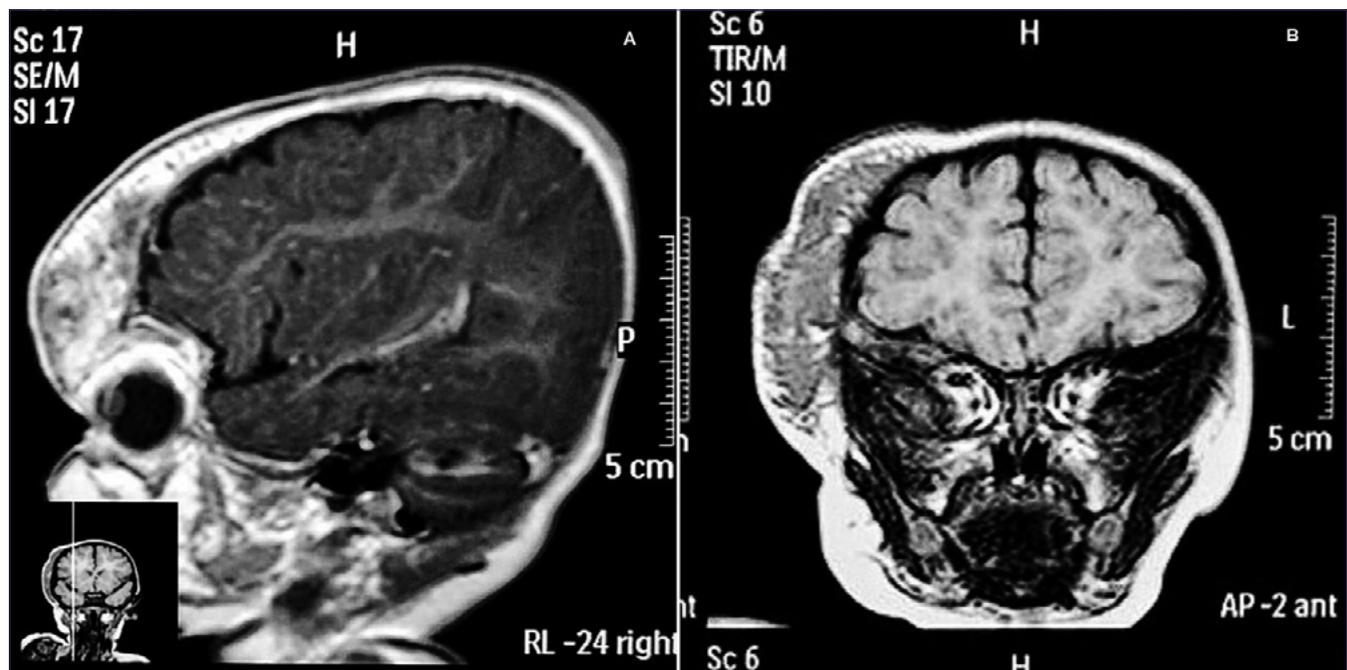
Estudios de Imagen. A. Corte sagital. Resonancia Magnética de cráneo secuencia T1 con gadolinio. Se muestra una lesión extracraneal que refuerza al medio de contraste la cual se extiende hasta la porción orbitofrontal, invadiendo el tejido periorbitario; B. Corte Coronal. Lesión única hiperintensa (120 mm x 69 mm) evidenciando aumento de la vasculatura intralesional.
